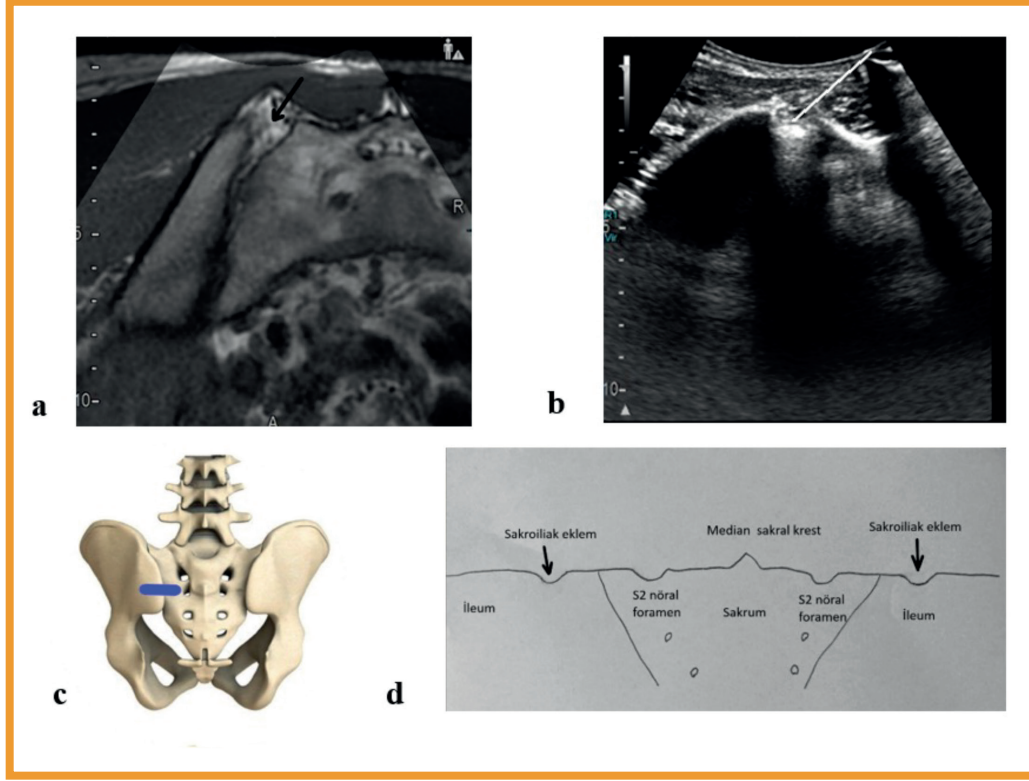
a: T1 aksiyel kesitte sol sakroiliak eklemin ligamentöz bölümünün Manyetik rezonans görüntüsü. Sakroiliak eklem siyah okla gösterilmiştir. b: Ultrason görüntüsü: Sol sakroiliak eklemin ligamentöz bölümüne iğnenin giriş yeri (proba paralel teknikle, medialden laterale doğru) beyaz çizgi ile, 1. sakral nöral foramen siyah okla gösterilmiştir. c: Ultrason probunun 1. sakral nöral foramen seviyesinde ligamentöz bölümünü göstermek için pozisyonu d: Sakroiliak eklemin ligamentöz bölümünün şematik görünümü.
